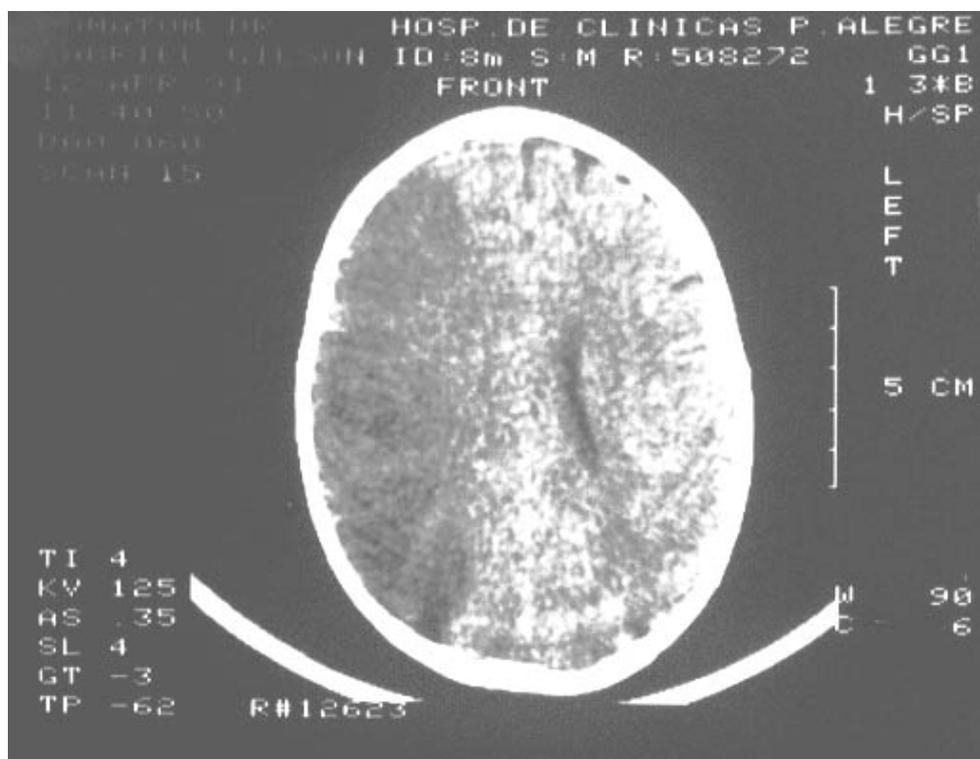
TC – infarto no território da artéria cerebral média à direita
